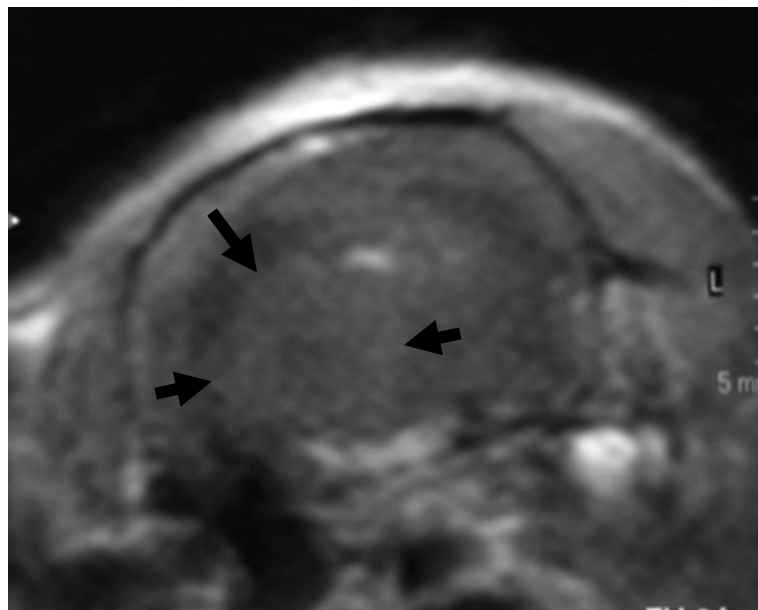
Mittels Magnetresonanztomographie (T1 gewichtet) wird hier ein Glioblastom der Ratte, welches nach intrazerebraler Injektion von Tumorzellen ins Rattenhirn erzeugt wurde, dargestellt. Der Tumor ist nach Gabe von Kontrastmittel in der linken Hemisphäre gut erkennbar. Ebenfalls deutlich zeigt sich das umliegende Ödem, welches gemeinsam mit dem Tumor die Mittellinienverlagerung bedingt. Zentral hypodens sind nekrotische Veränderungen sichtbar.
